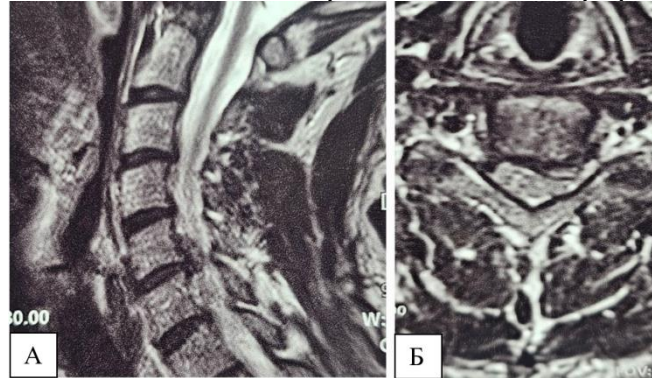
Предоперационная сагиттально-аксиальная МРТ выявляет пролапс диска и компрессию спинного мозга на уровне C5-C6.
